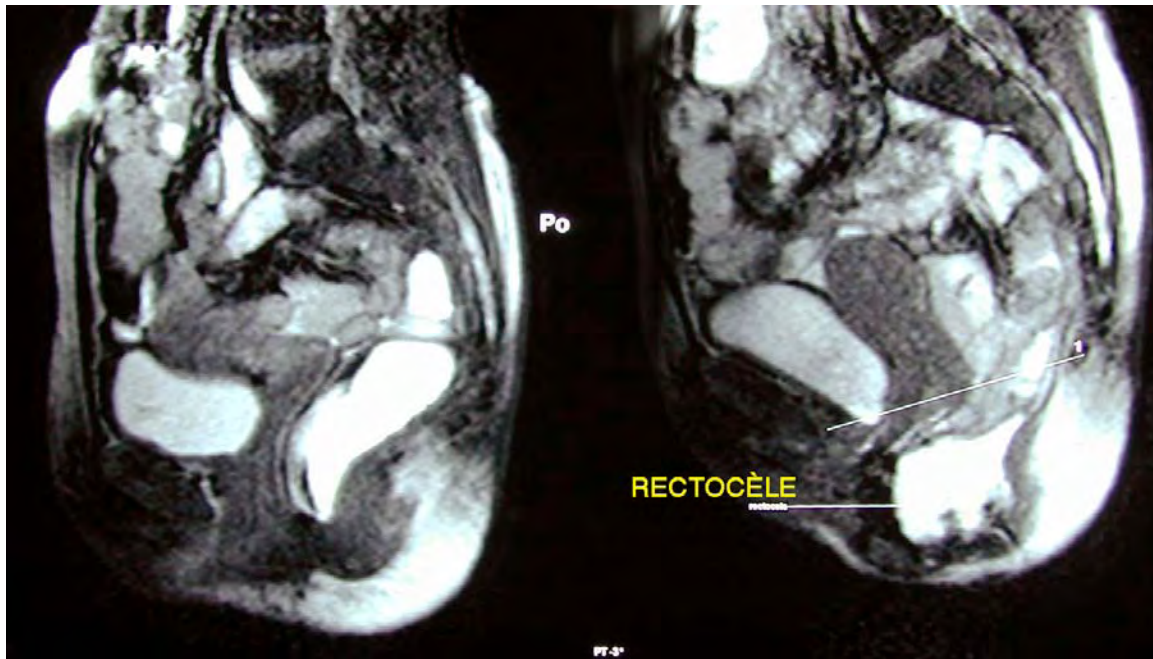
Pelvis au repos vu en IRM (à gauche) et rectocèle en début de poussée (à droite)
